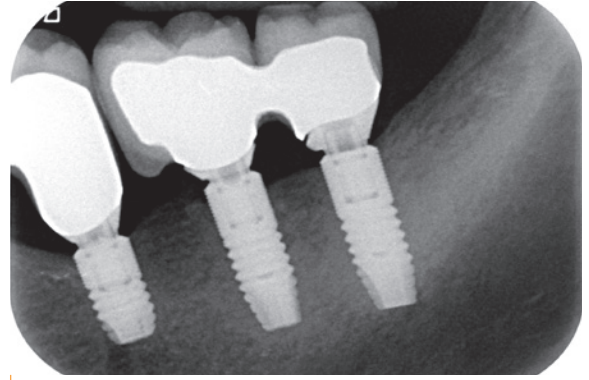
Kontroll-Röntgenaufnahme sechs Monate nach Implantation.
